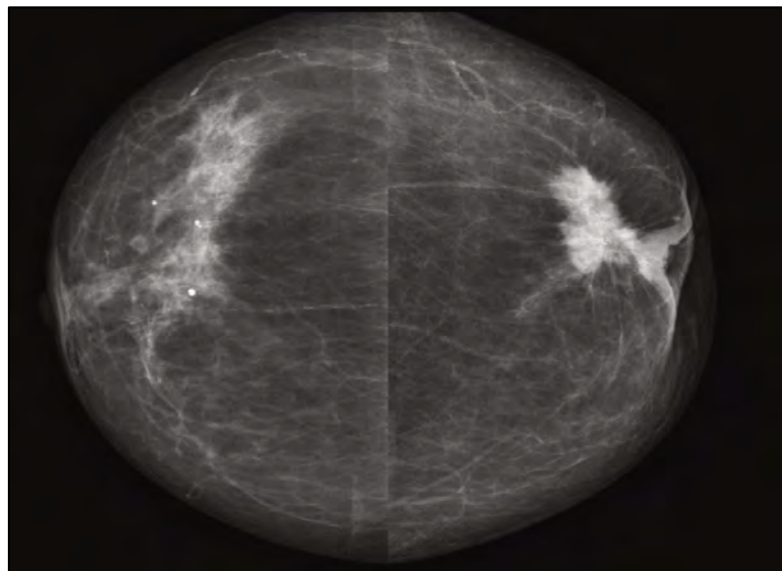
Radiografía de un carcinoma tubular
